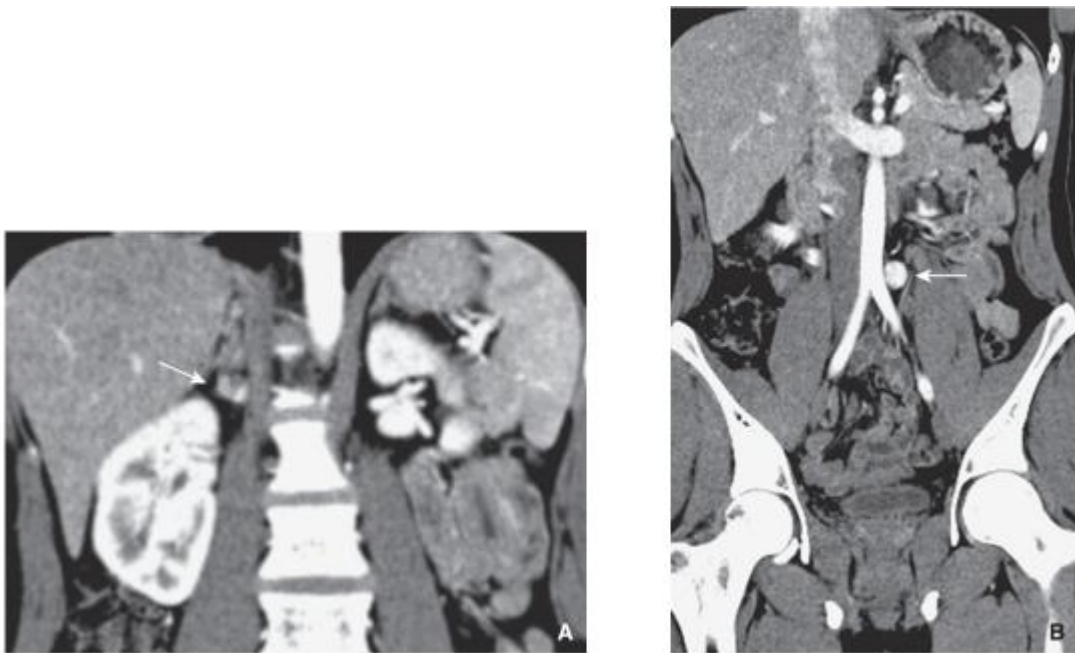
Coupes coronales en TDM, après injection de produit de contraste au temps artériel montrant, chez un patient porteur d'une mutation génétique SDHD, un paragangliome surrenalien droit (A) (flèche) et une seconde localisation para-aortique gauche (B) (flèche). Noter le rehaussement intense des lésions au temps artériel [29].
